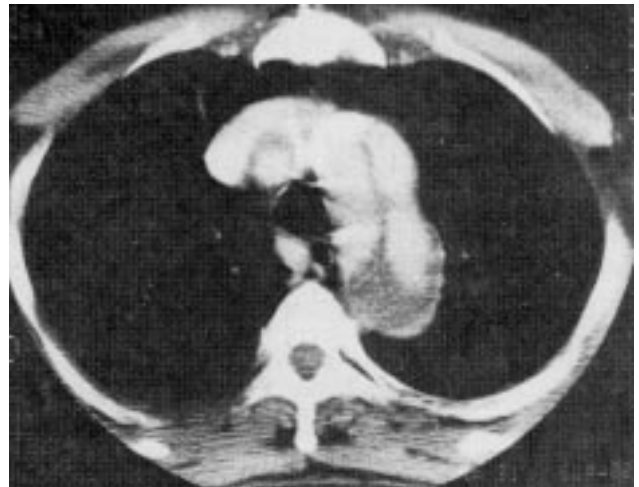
Tomografia computadorizada revelando lâmina distal (aorta descendente) não acolada. Paciente com boa evolução clínica.
